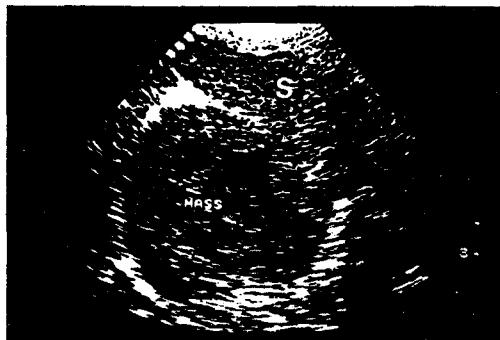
비장(S)에서 발생한 약 6cm 정도의 종기상의 저에코매스를 나타내는 초음파상. 혈관육종과 같은 종양은 초음파 단독으로는 혈종과 감별지지 수 없다. 이 병변은 원발성 비장혈관육종이다.
